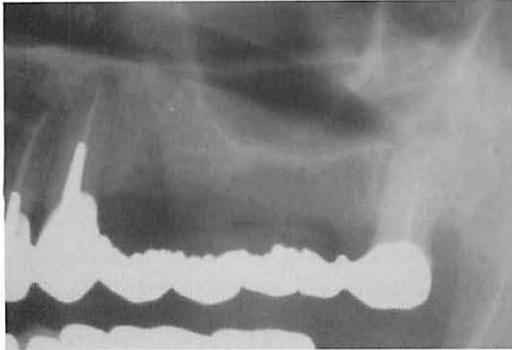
術前のX線所見。左上第2大臼歯相当部位の歯槽骨頂から上顎洞底までの距離が著しく無いことが、グリッドを通して明らかである。
